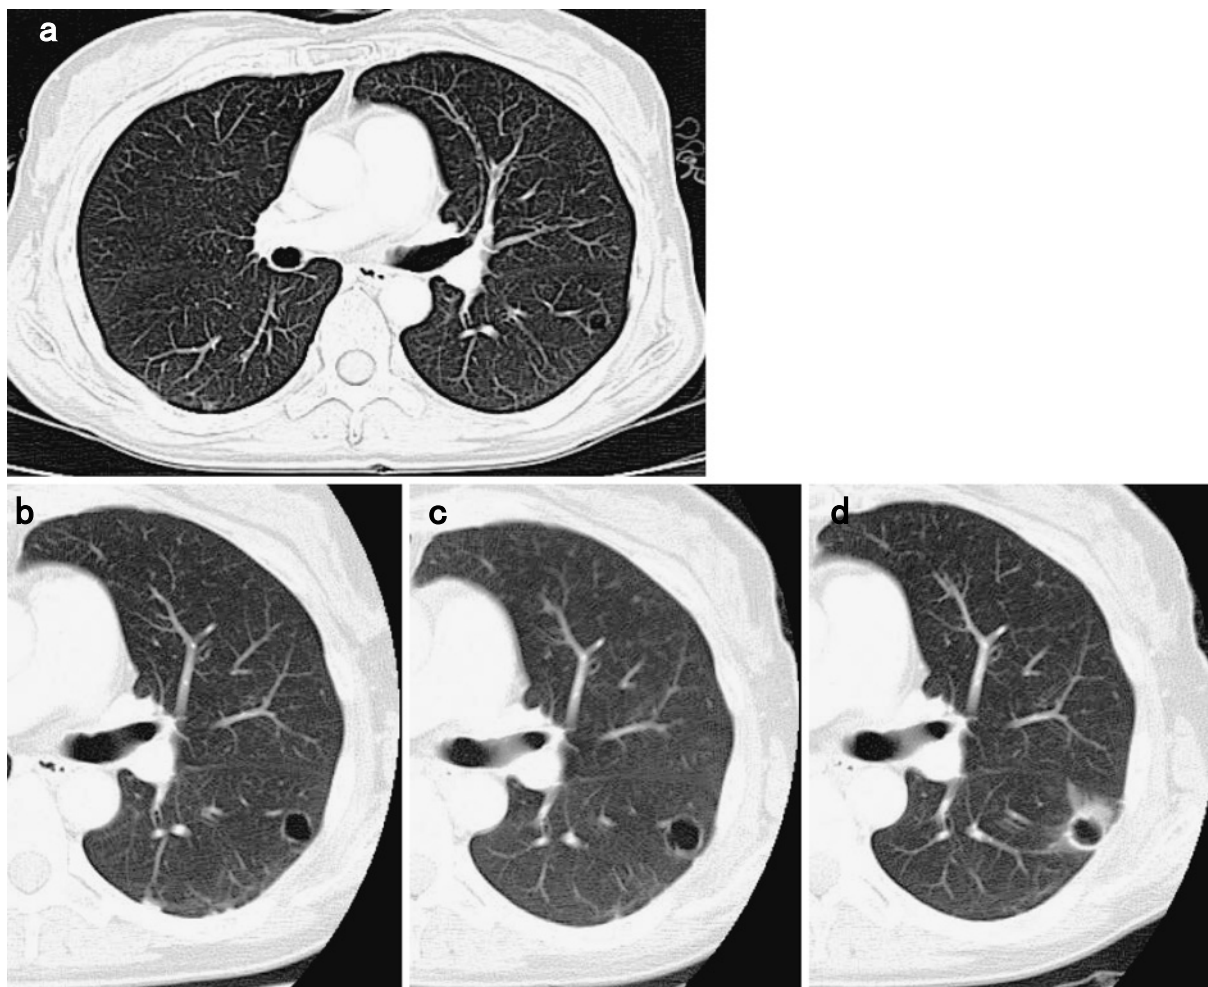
Clinical course of the chest CT findings. Chest CT showed a cystic lesion in the left S₆ in September 2008 (a). August 2009 (b). August 2010 (c). In September 2011, chest CT showed the atypical form of the lung cyst with a thickened wall (d).
